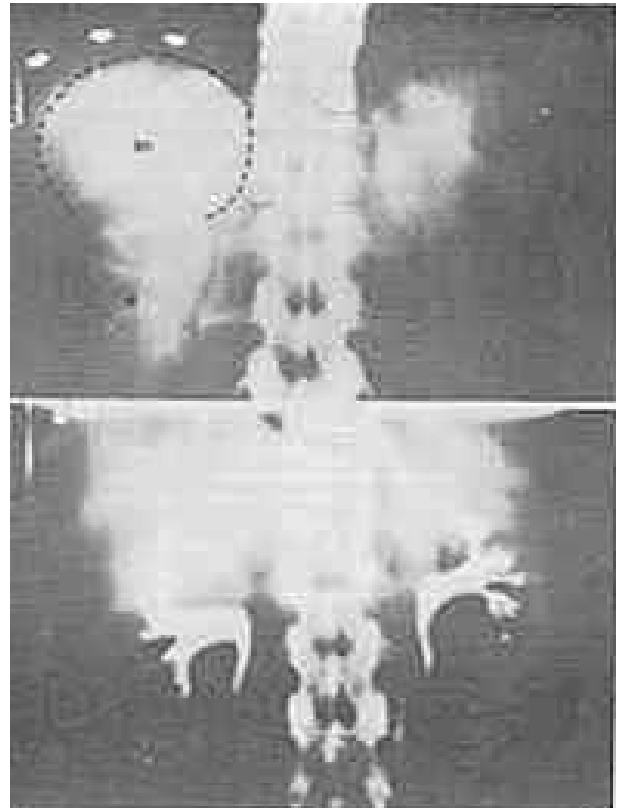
L.S.L., feminina, 40 anos de idade, com hipertensão arterial leve (150x 100), crises hipertensivas, acompanhadas de palpitações, sudorese e tremores, cedendo espontaneamente em alguns minutos, se tornando, porém, cada vez mais freqüentes. As dosagens de AVM urinário foram sempre normais. A nefrotomografia (A) revelou volumoso tumor supra-renal (SR) comprimindo o polo inferior do rim direito (R), assinalando-se com setas o hemidiafragma direito. A nefrourotomografia (B) mostra o rebaixamento do rim direito e do sistema pielocardial. A paciente foi submetida a cirurgia com retirada do tumor, e confirmado, pelo exame anatomopatológico, o diagnóstico de feocromocitoma.
